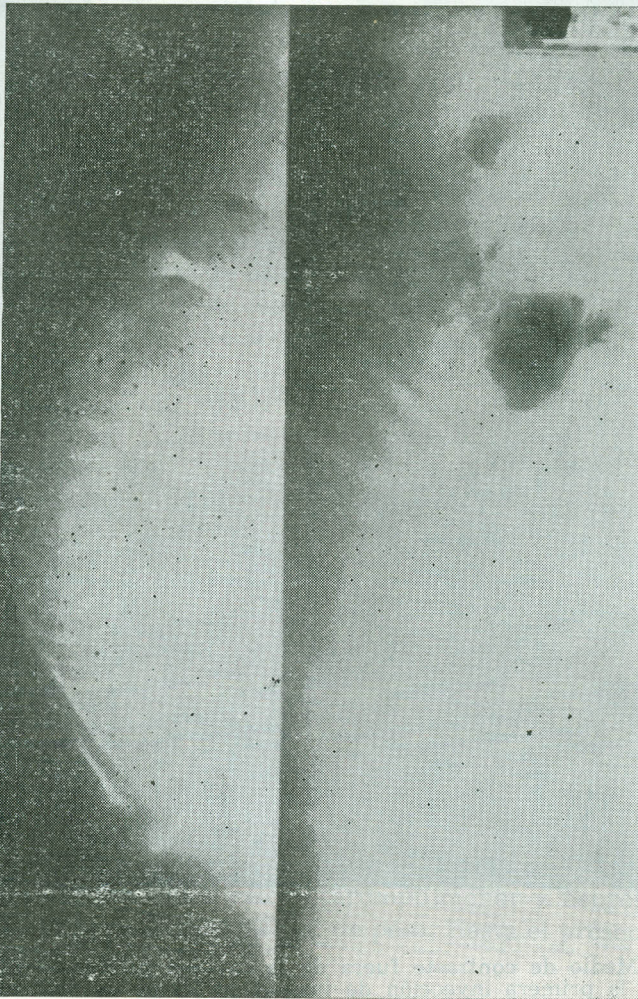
Radiografía lateral, mostrando el feto con el dorso hacia la parte anterior.
